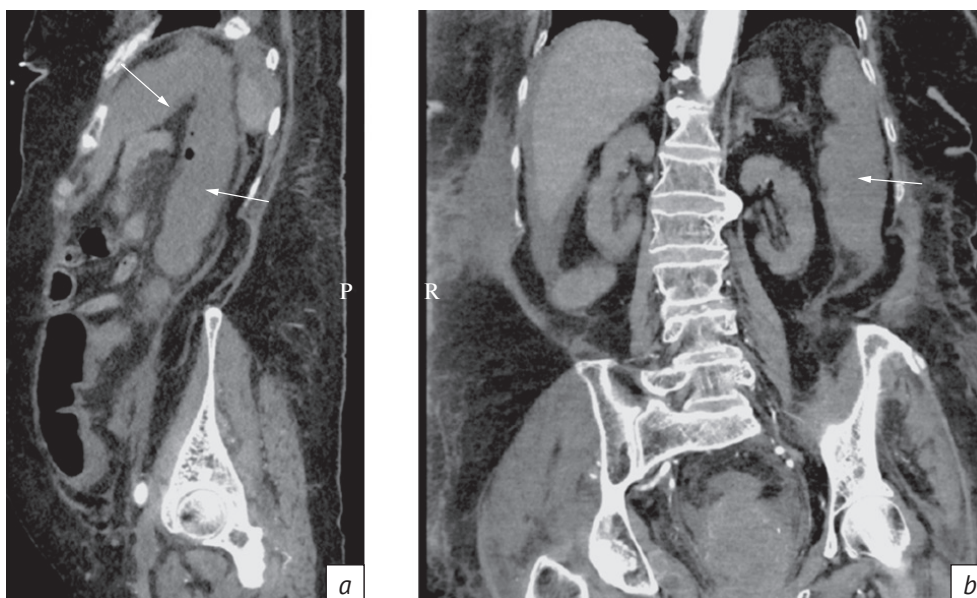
КТ органов брюшной полости, нативная фаза сканирования. Утолщение стенок пораженного участка кишки и расширение просвета петель кишечника (*a, b*)
